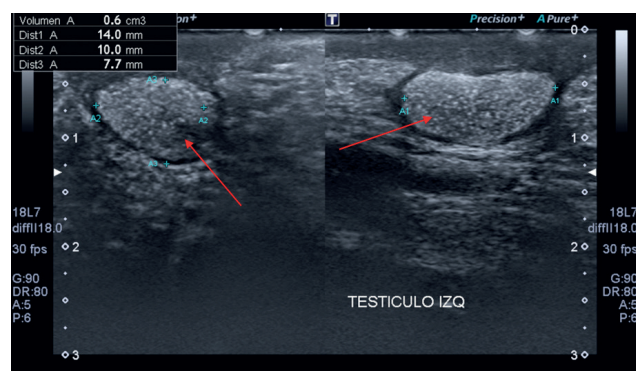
Ultrasonido testicular izquierdo con microlitiasis testicular, 2 años de edad. Patrón de cielo estrellado difuso señalado por flecha.
